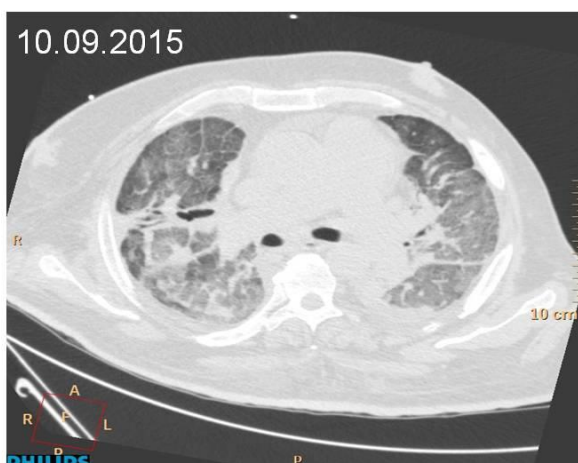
Отрицательная динамика изменений в легких при КТ после месяца консервативной терапии ОДН
